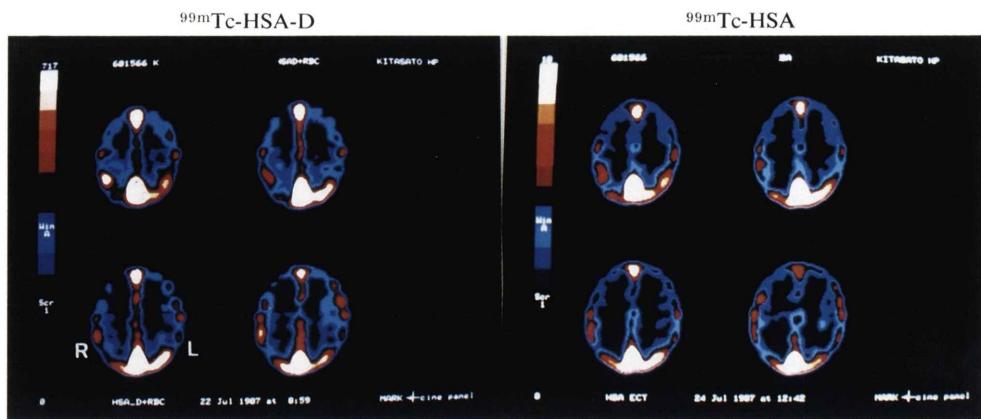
SPECT images of <sup>99m</sup>Tc-HSA-D and <sup>99m</sup>Tc-HSA in a patient with spinocerebellar degeneration (Case 9; 32 y.o., F.).
